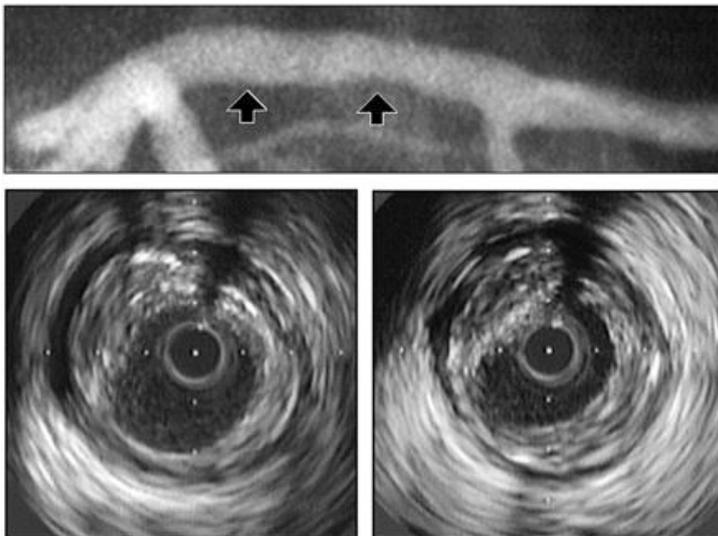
血管内超音波所見の一例（Nissen ら. *Circulation* 2001）
